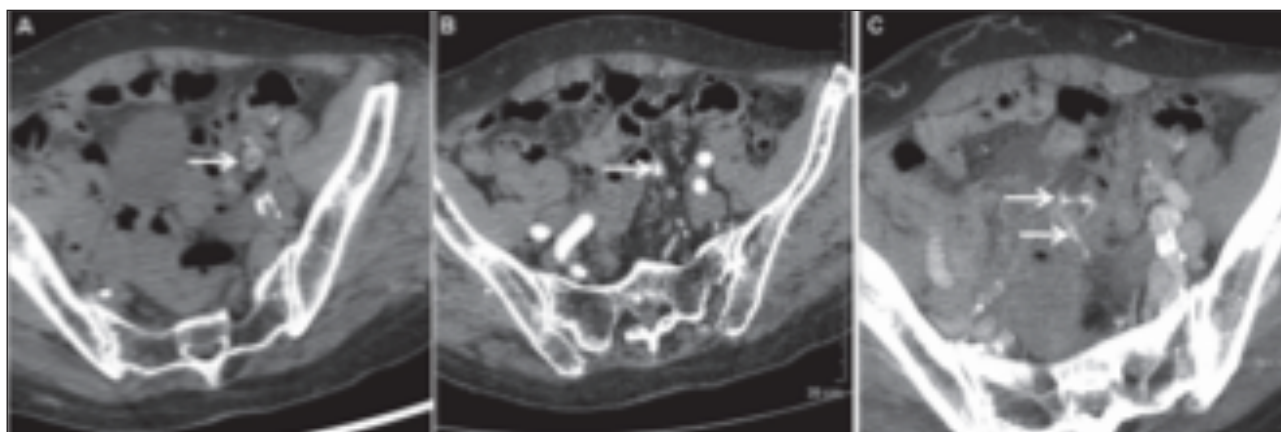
Enter Angio -TC. Gentileza: Dra. Franco López. Madrid. España.
